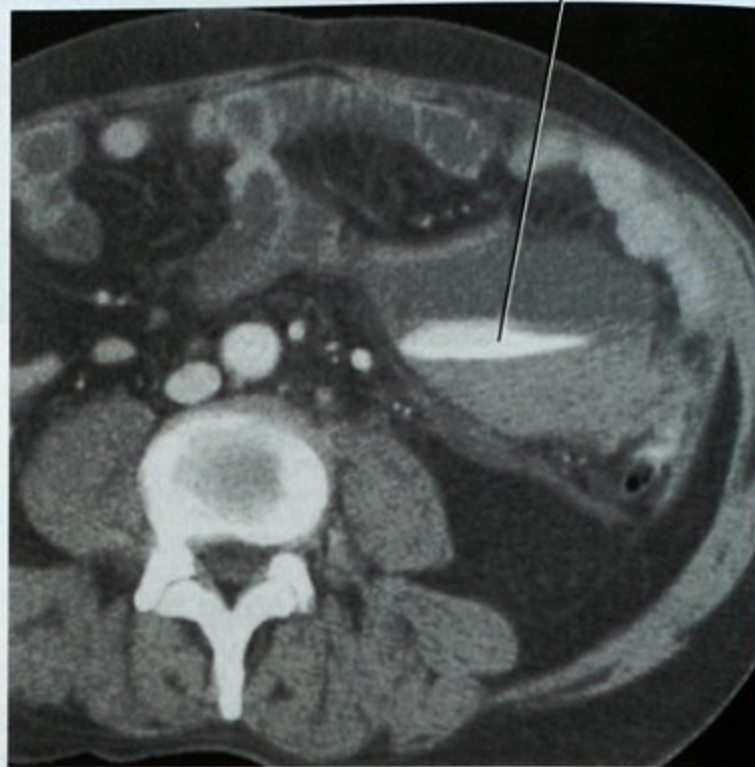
钝性暴力损伤患者 CT 增强横断面显示对比剂外溢至空肠系膜内
